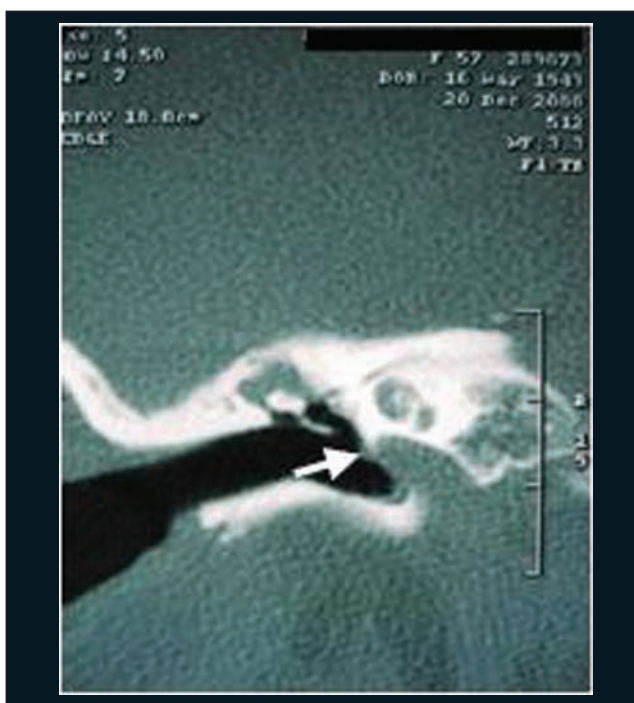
Tomografia computadorizada de ossos temporais, corte coronal, demonstrando deiscência de camada óssea e presença de lesão com densidade de partes moles em assoalho de cavidade timpânica (carótida interna aberrante) do lado direito (seta).
